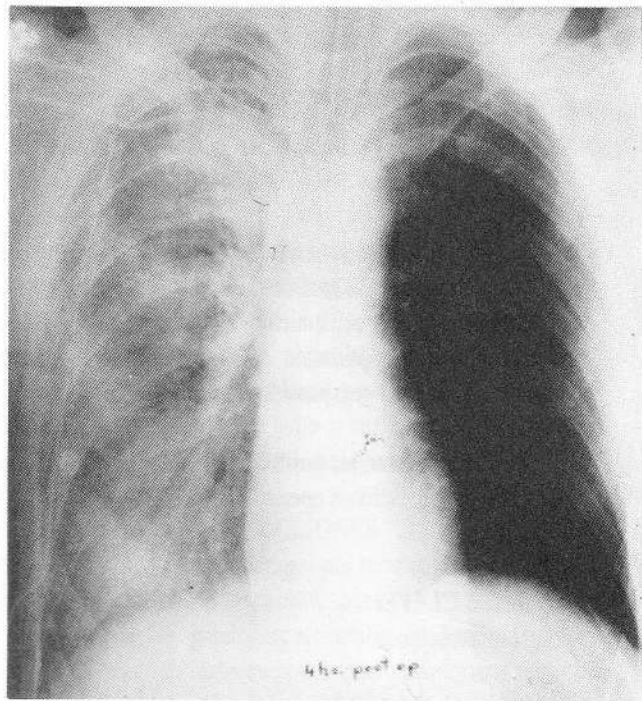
Radiografía del post-operatorio inmediato con la imagen de edema pulmonar derecho.
